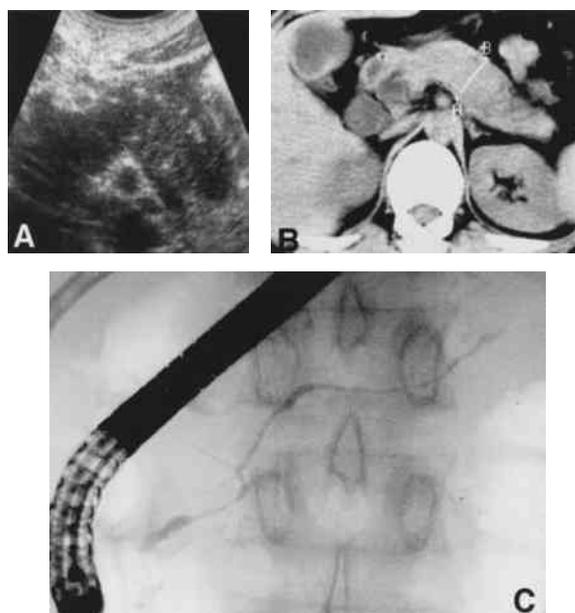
自己免疫膵炎患者の(A)膵臓の超音波画像, (B)膵臓のCT画像, (C)膵管造影所見
